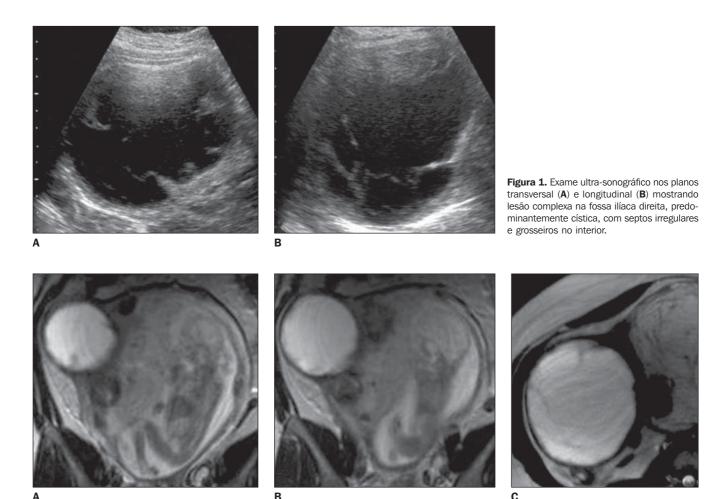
Ressonância magnética com seqüências ponderadas em T2 nos planos coronal (A,B) e axial (C) demonstrando útero gravídico e lesão predominantemente cística na fossa ilíaca direita, com conteúdo homogêneo e sinal hiperintenso, apresentando paredes discretamente irregulares e finos septos no interior. Nota-se que a serosa uterina recobre toda a lesão, estabelecendo o diagnóstico de leiomioma cístico.
